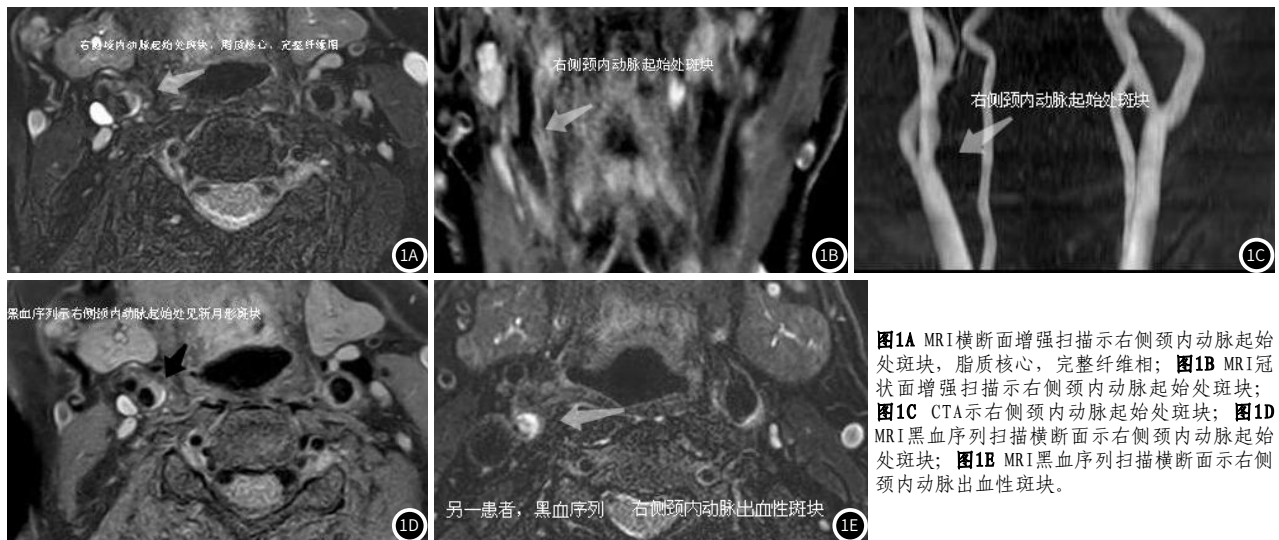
MRI横断面增强扫描示右侧颈内动脉起始处斑块，脂质核心，完整纤维帽；图1B MRI冠状面增强扫描示右侧颈内动脉起始处斑块；图1C CTA示右侧颈内动脉起始处斑块；图1D MRI黑血序列扫描横断面示右侧颈内动脉起始处斑块；图1E MRI黑血序列扫描横断面示右侧颈内动脉出血性斑块。
